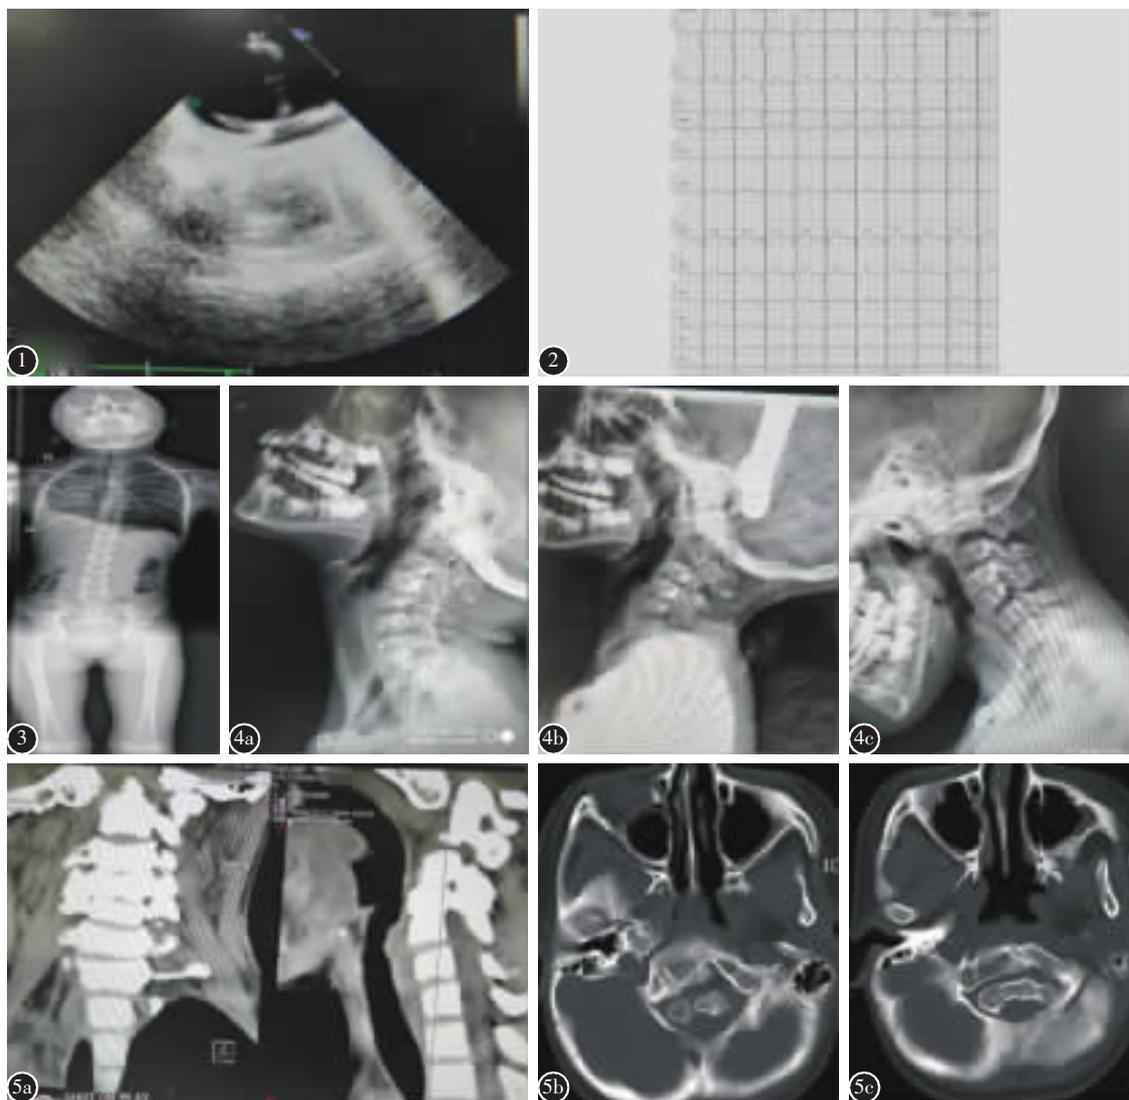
心脏彩超示右位心, 右位主动脉弓 图 2 心电图示窦性心律, 异常 Q 波 图 3 全脊柱正位 X 线片示脊柱左侧凸畸形 图 4 颈椎侧位 X 线片示寰枕融合, 枢椎棘突与颅底间距牵引前为 3.5mm(4a), 牵引后为 5.4mm(4b), C5 椎前脱位, C3、C4、C5 椎体及附件融合, 寰枢椎融合(4c) 图 5 颈椎 CT 示寰枢椎、C3、C4、C5 椎体及附件部分融合, 齿状突突入枕骨大孔(5a); 寰椎、枢椎齿状突发育不全(5b、5c)
